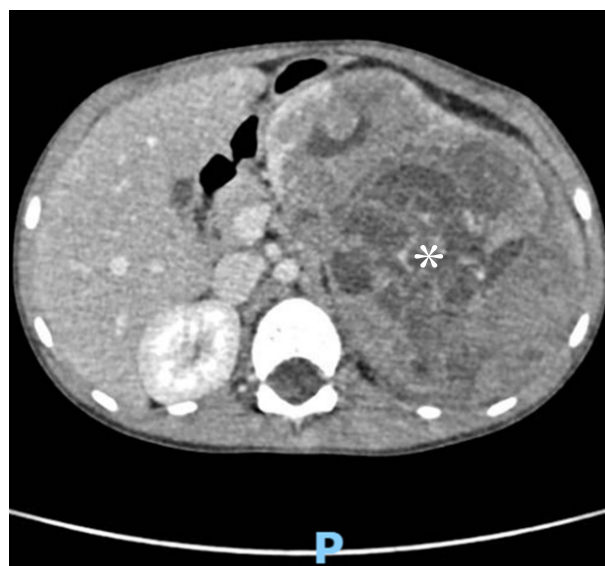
TAC addome: neoformazione (11.2x12x9.5 cm DLxDAPxDT) disomogenea con multiple aree a significato cistico/necrotico del rene sinistro (asterisco).
